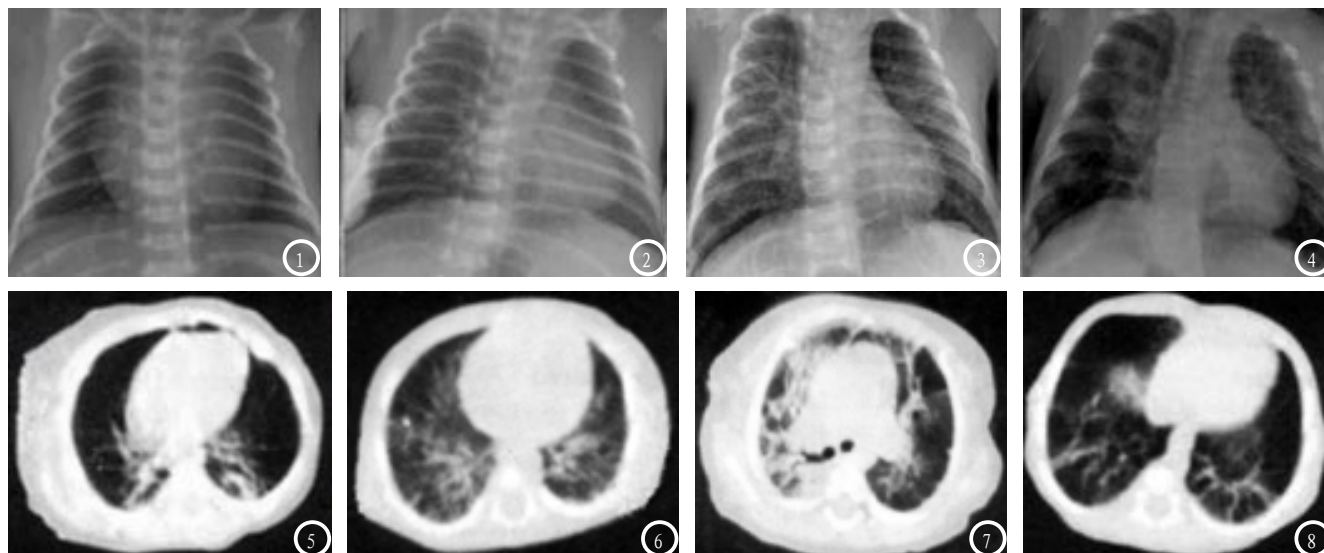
~4 BPD患儿胸部X线检查, 男性, 胎龄29周。图1为出生3h时X线胸片, 可见双肺纹理增粗; 图2为随访15d胸片, 显示双肺条索状、斑点状影; 图3为随访54d结果, X线显示双肺网格状影及多发囊泡影; 图4出生后82d时复查X线胸片, 可见右肺门及左下肺野斑片状影, 肺纹理排列紊乱。图5~8 BPD患儿胸部CT检查, 男性, 胎龄30周。图5为出生14d, 可见双肺条索状影及网格状影; 图6为出生49d, CT图像显示两肺磨玻璃影, 肺纹理增粗且排列紊乱; 图7为出生后76d, 可见肺实变、支气管充气征及囊状影; 图8为出生后104d, 可见肺纤维化及局限性肺气肿。
